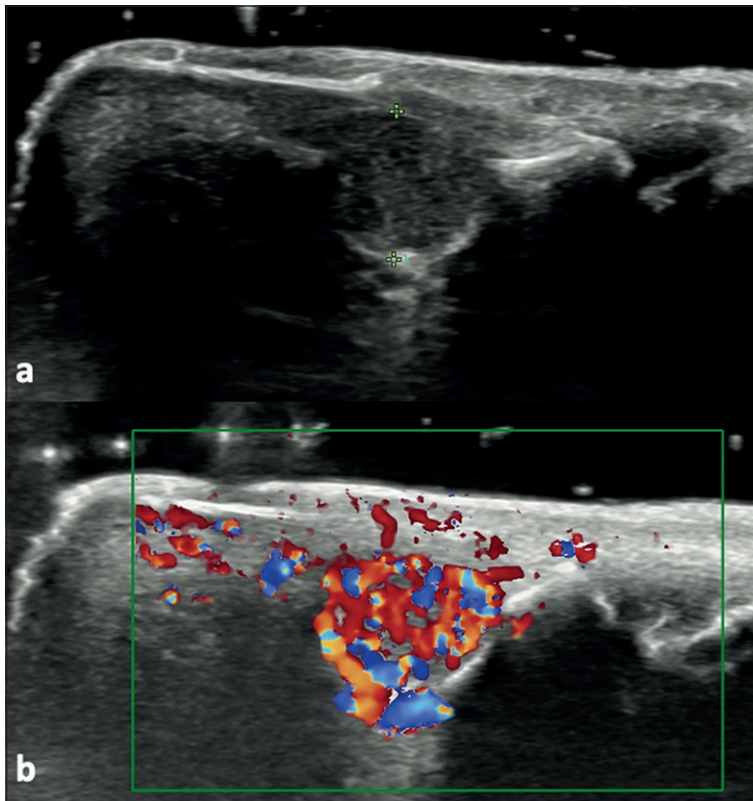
Imágenes seleccionadas de una ecografía con transductor lineal de alta resolución del dedo medio, en un paciente adulto con aumento de volumen doloroso en la región ungueal. La primera imagen (a) muestra una lesión nodular sólida de partes blandas del lecho ungueal, que determina remodelación por compresión extrínseca de la superficie ósea de la falange distal del dedo. La segunda imagen (b) corresponde al estudio con Doppler-color, demostrando que corresponde a un nódulo hipervascular. Los hallazgos son compatibles con un tumor glómico.
